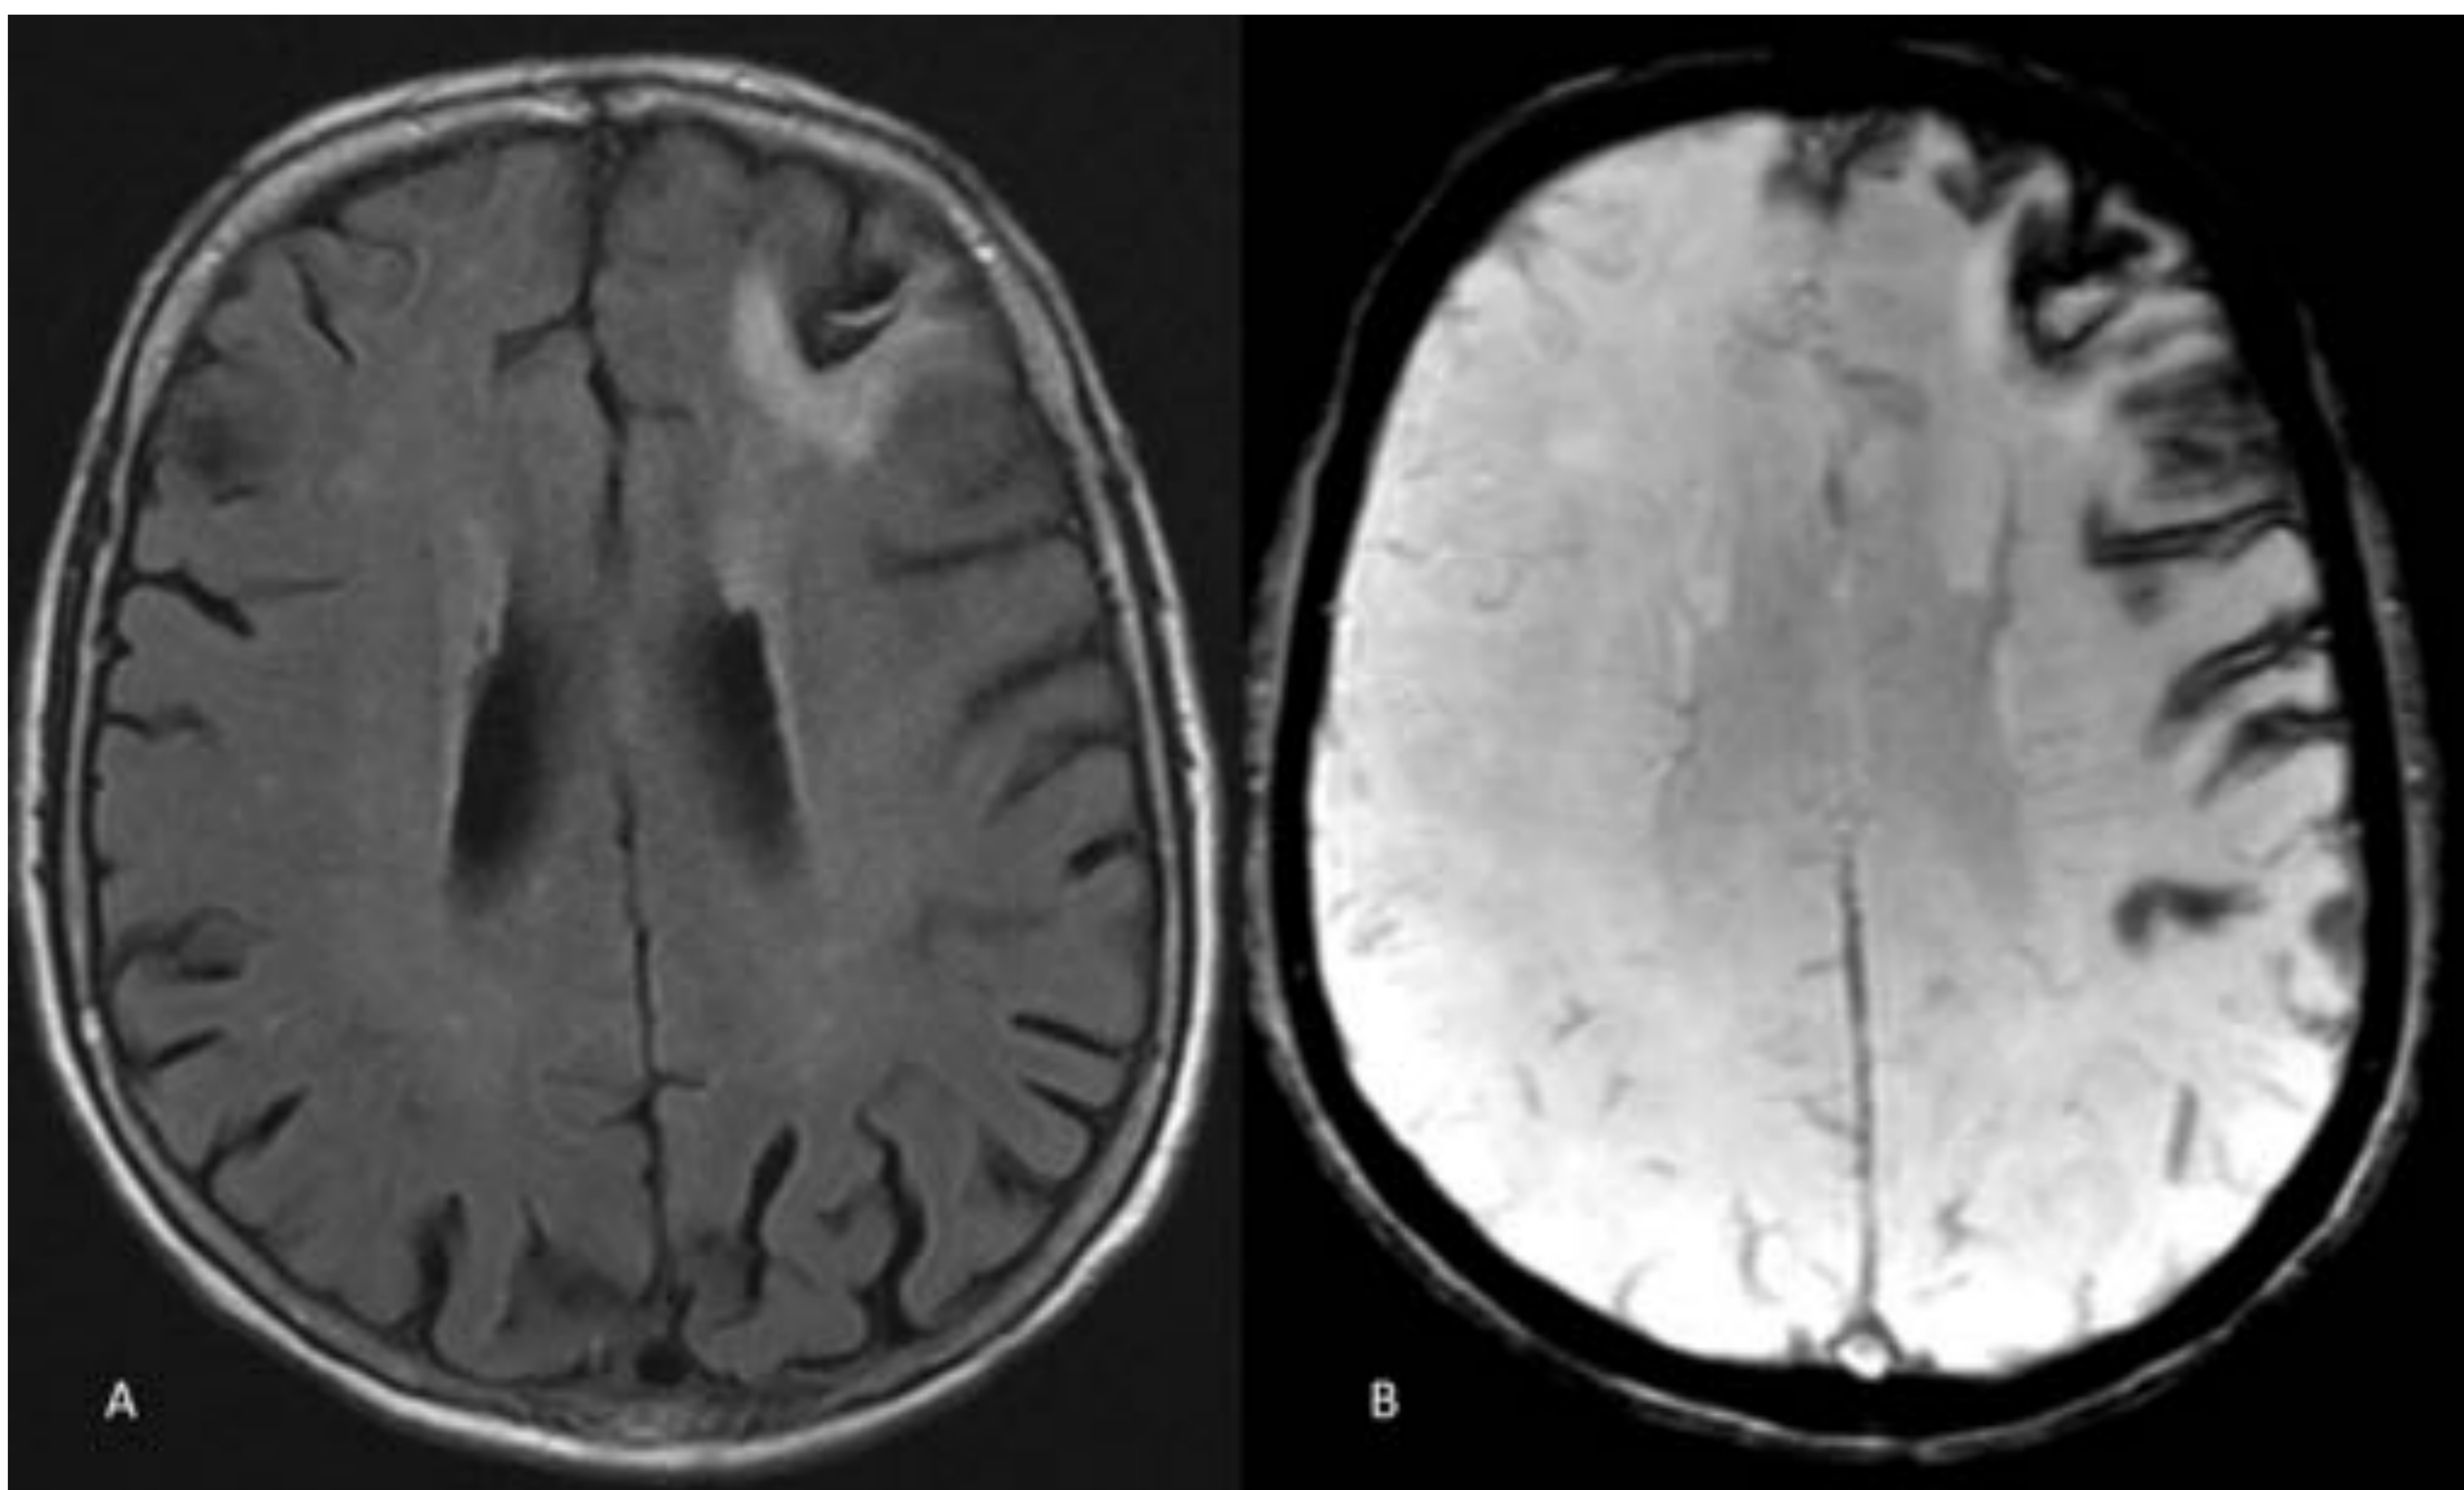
(A) Secuelas de infarto venoso hemorrágico frontal izquierdo con encefalomalacia y gliosis cicatricial en secuencia FLAIR. (B) Asocia siderosis cortical secundaria subpial en SW.
